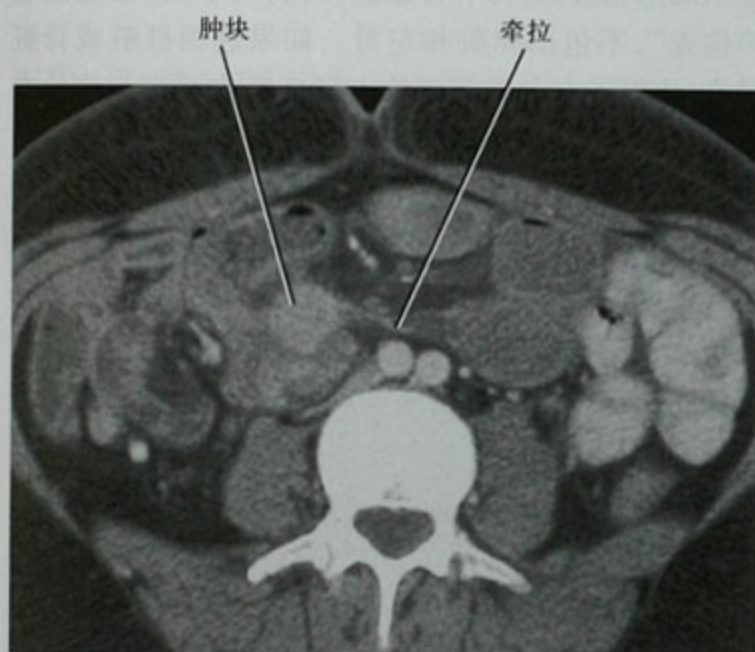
增强CT横断位图像,右腹痛患者,显示小肠肠袢被牵拉。寻找牵拉的原因,可见一强化肿块,后被证实为类癌
